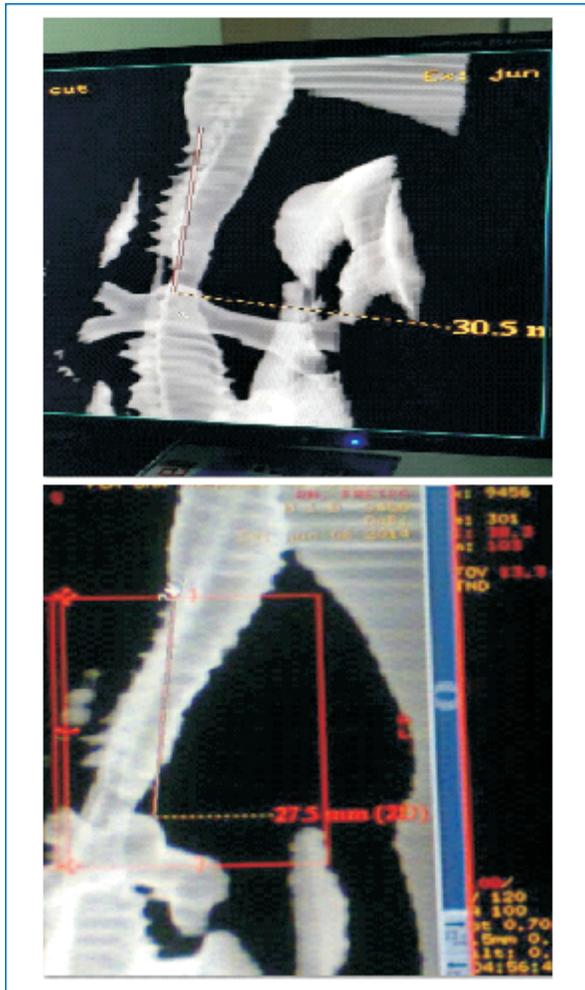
Tomografía de cuello y tórax.
